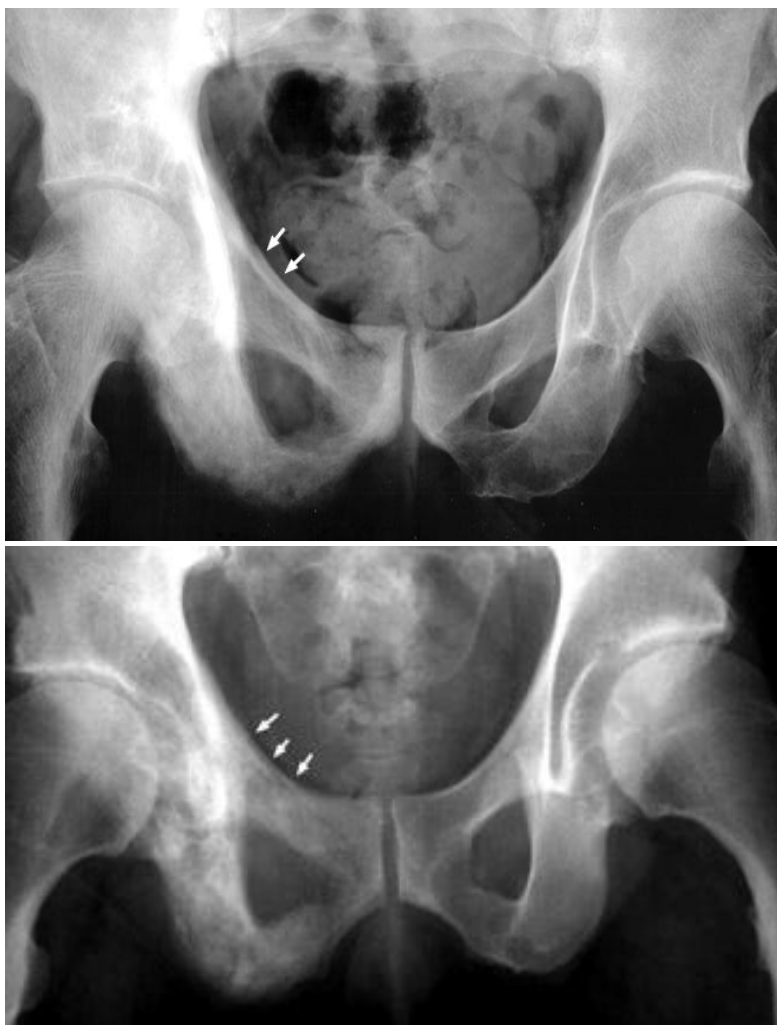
74. Dos Radiografías frontales de pelvis de pacientes con enfermedad de Paget. Hay engrosamiento del borde superior del anillo pélvico derecho (flechas) también llamada línea ileopectina o arcuata, debido a un aumento en la actividad osteoblástica, los bordes izquierdos normales.
